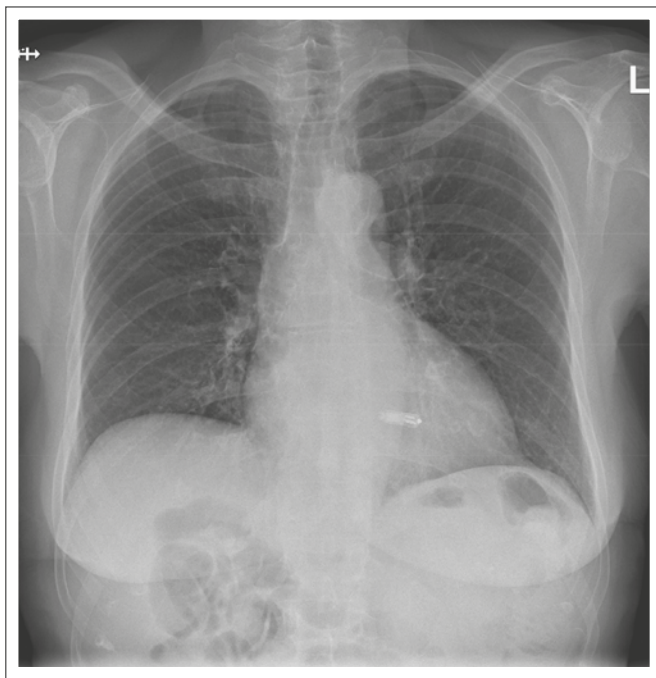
Sondenloser Herzschrittmacher Micra™, implantiert rechtsventrikulär, mitt-septal, a. p. Thorax-Röntgen (Quelle: Kepler Universitätsklinikum)
